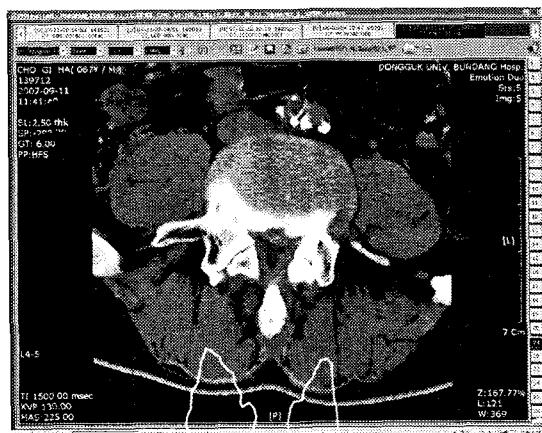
CT imaging of case 2
